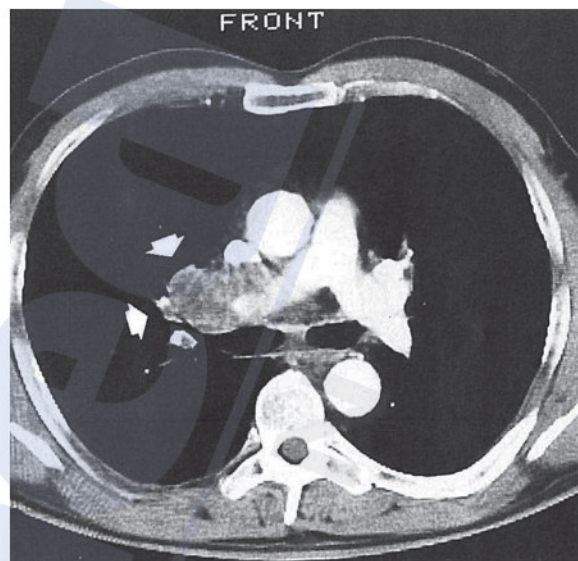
Computertomographisches Bild eines zentralen Tumors mit Infiltration der rechten Pulmonalarterie (Konietzko et al. 1995, zitiert in Brüske-Hohlfeld et al. 1995)
